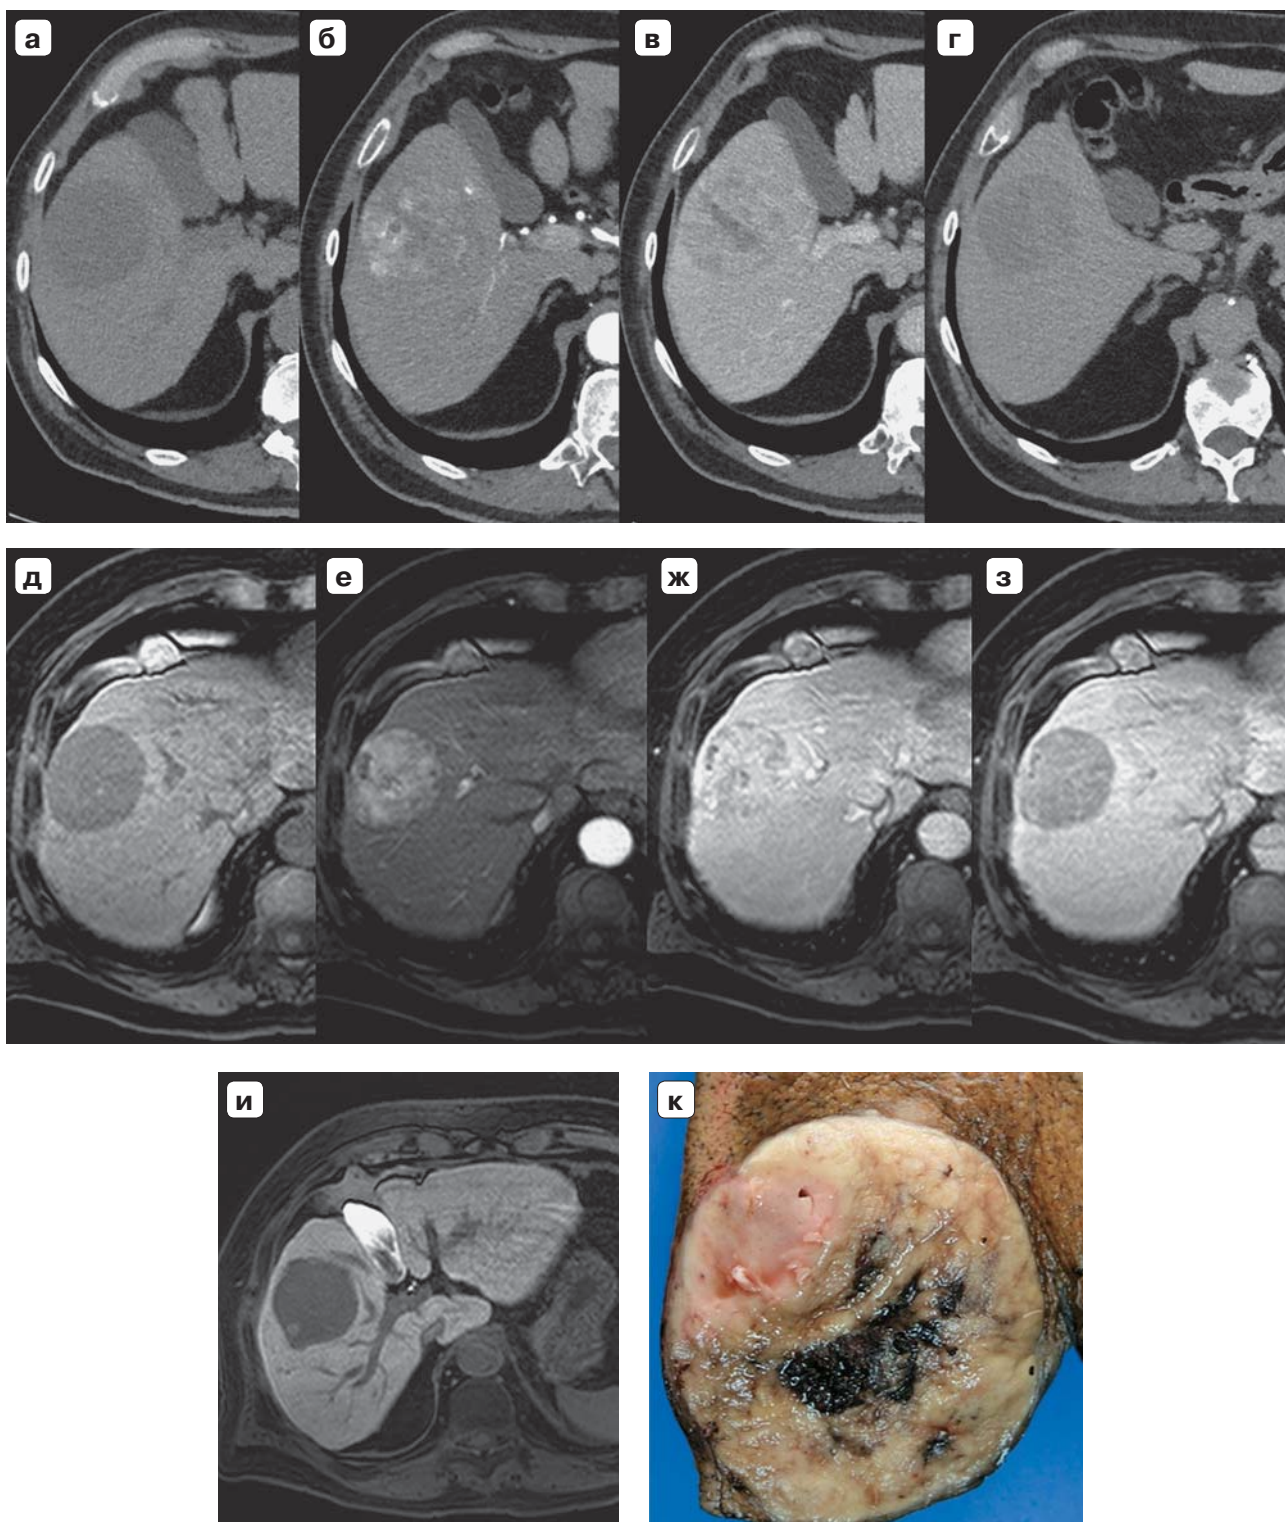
Гепатоцеллюлярный рак в V сегменте печени: а — компьютерная томограмма, нативная фаза, на фоне неизменной паренхимы видно гиподенсное образование с четкими ровными контурами; б — компьютерная томограмма, артериальная фаза, контрастирование опухоли гетерогенное; в — компьютерная томограмма, венозная фаза, структура опухоли по-прежнему гетерогенная, но ее контуры стали более четкими; г — компьютерная томограмма, отсроченная фаза, опухоль гиподенсна на фоне умеренно контрастированной паренхимы печени; д — магнитно-резонансная томограмма, T1 ВИ, опухоль умеренно гипоинтенсивна; е — магнитно-резонансная томограмма, артериальная фаза, опухоль яркая с гипоинтенсивными участками; ж — магнитно-резонансная томограмма, портально-венозная фаза, на фоне контрастированной паренхимы печени опухоль видна хуже; з — магнитно-резонансная томограмма, транзитная фаза, опухоль гипоинтенсивна, паренхима печени гиперинтенсивна; и — магнитно-резонансная томограмма, гепатоспецифическая фаза, в гипоинтенсивной структуре опухоли умеренно гиперинтенсивная округлая зона, которая в портально-венозную фазу гиперинтенсивна также; к — макрофото, опухоль $5,8 \times 4,7 \times 5,3$ см, видна ее неоднородность. При патоморфологическом исследовании — низкодифференцированный гепатоцеллюлярный рак правой доли печени с фокусами инвазии собственной псевдокапсулы и с инвазией стенки вены, без выхода в ее просвет.
